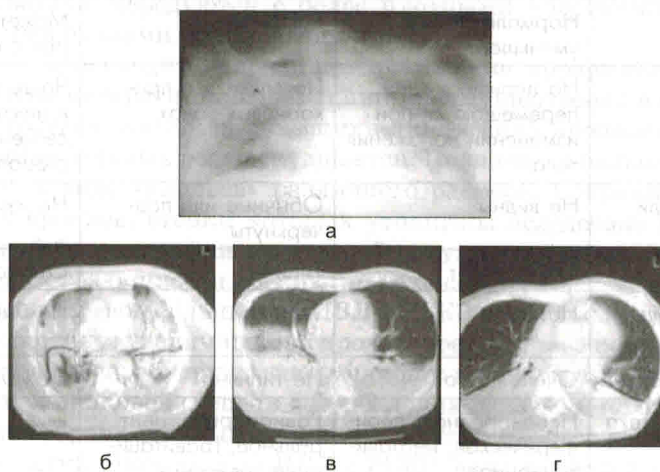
Рентгенологическая картина легких при разных вариантах поражения легких по данным компьютерной томографии (а — одинаковая рентгенологическая картина; б — диффузное поражение легких; в — сочетание диффузного и локального поражения легких; г — локальное долевое поражение легких)
